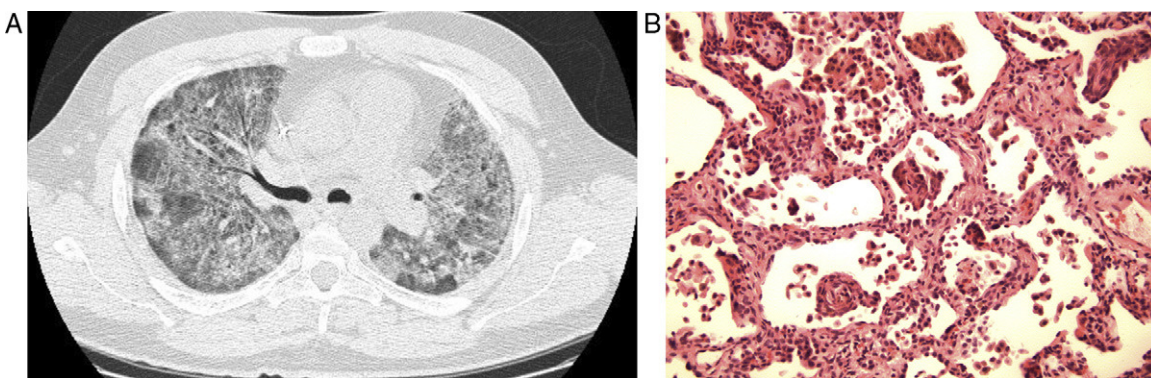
A) La TC torácica muestra un infiltrado intersticial difuso en ambos pulmones. B) A gran aumento, en la neumonitis intersticial con bronquiolitis se observa una inflamación intersticial y fibrosis.
